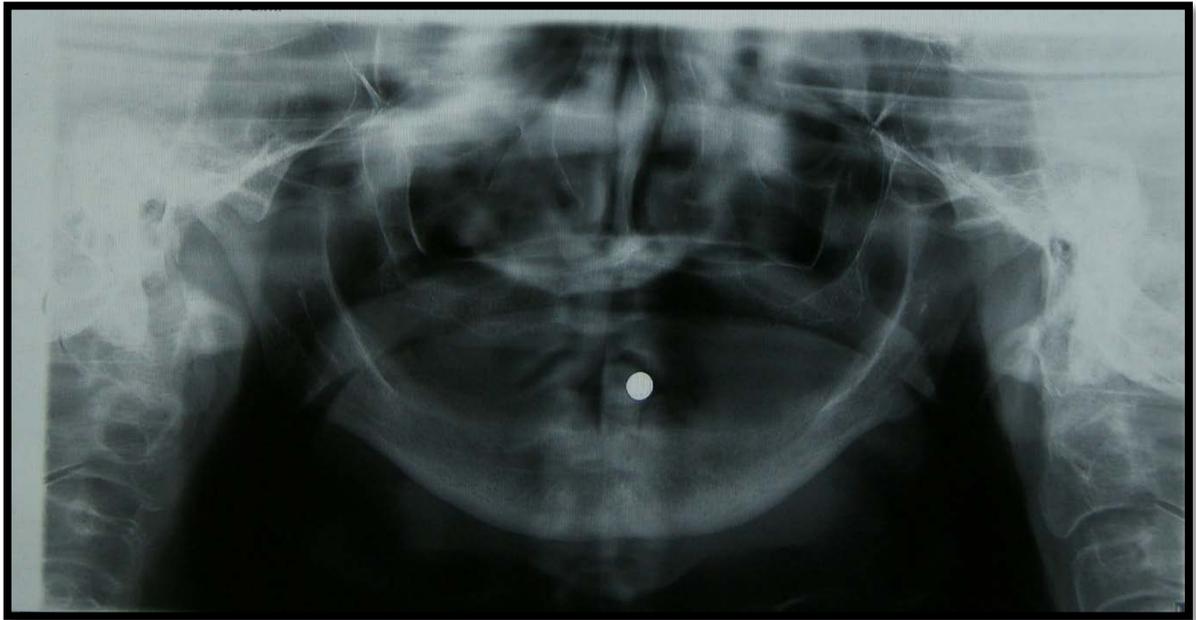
Ortopantomografía de inicio. Aparentemente se puede observar que la cresta del reborde es uniforme y la cortical es delgada rodeada de hueso esponjoso denso.
